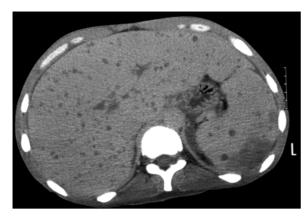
Mykotischer Milzabszess, CT mit i. v. Kontrastmittel. Multiple hypodense Läsionen in Leber und Milz, Mikroabszesse durch Candida albicans. (Aus De Schepper u. Vanhoenacker 2000, S. 71, Abb. 7.11)
